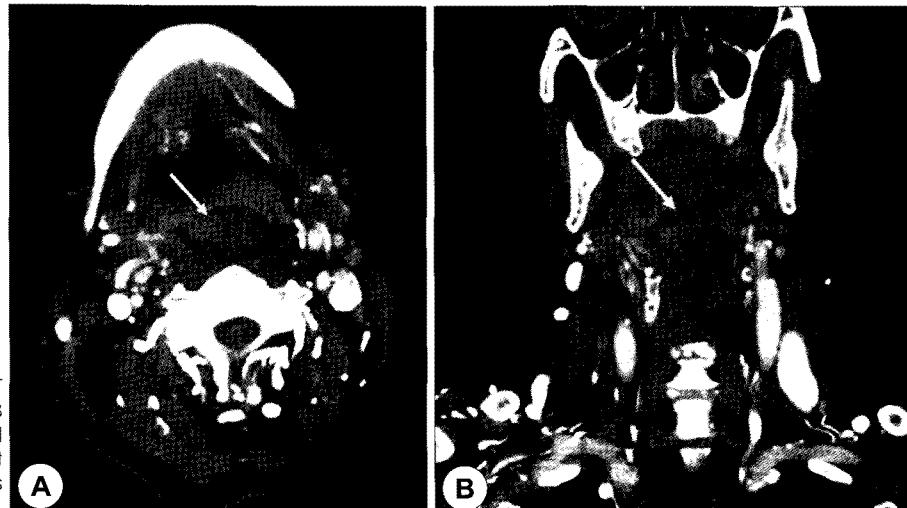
Axial (A) and Coronal (B) CT scans of neck. Note the $4 \times 3 \times 1.8$ cm mass that show well defined with focal faint enhancement soft tissue density without invasion was located in tongue base.
